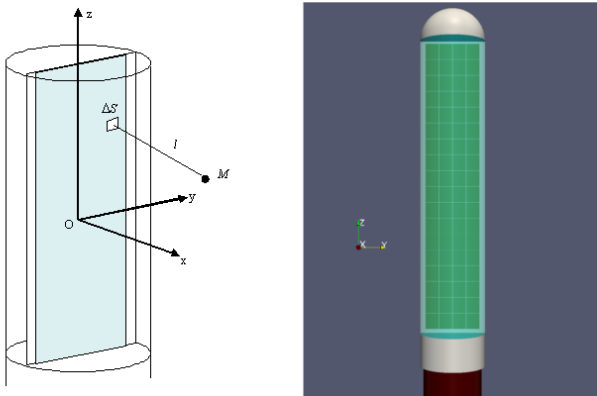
Géométrie de la sonde ultrasonore et système de coordonnées (gauche). Image issue de [Dillenseger and Garnier, 2008]. Géométrie et repère de la sonde 64 éléments (droite).
